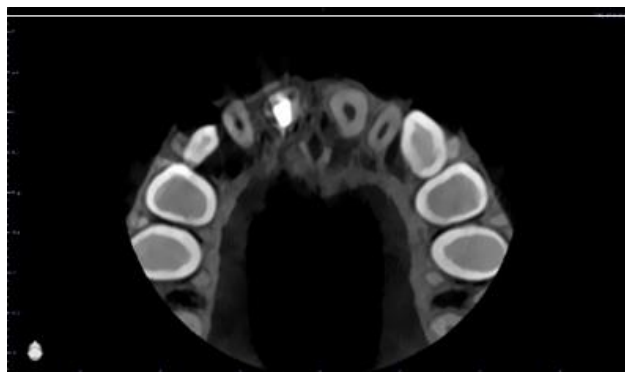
Corte axial de CBCT post obturación del conducto del elemento 11.
